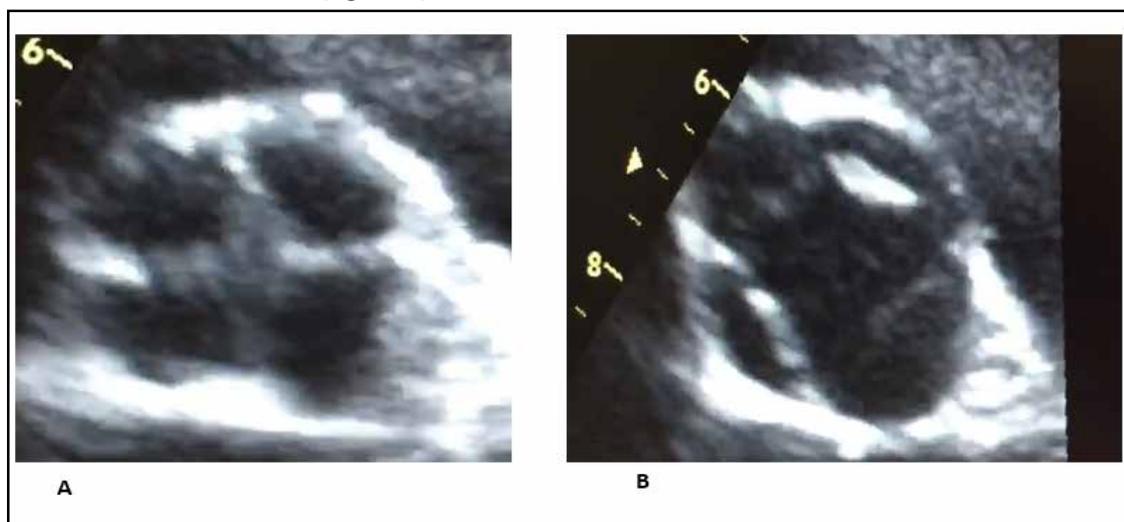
Ecocardiograma transtorácico. Janela paraesternal transversal ao nível da base apresentando Valva Aórtica Quadricúspide. A – Válvula fechada. B- Válvula aberta.
